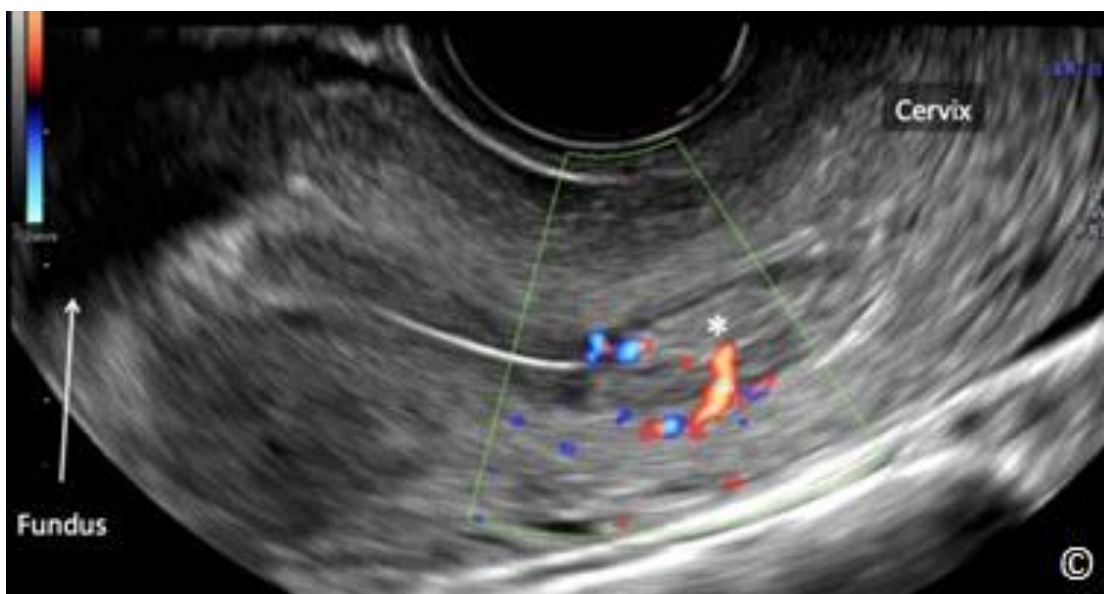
Transvaginální sonohysterografie s barevným dopplerovským zobrazením mediosagitální roviny dělohy znázorňující endometriální polyp (*). Povšimněte si výraznější echogenity polypu v porovnání s myometriální tkání.
